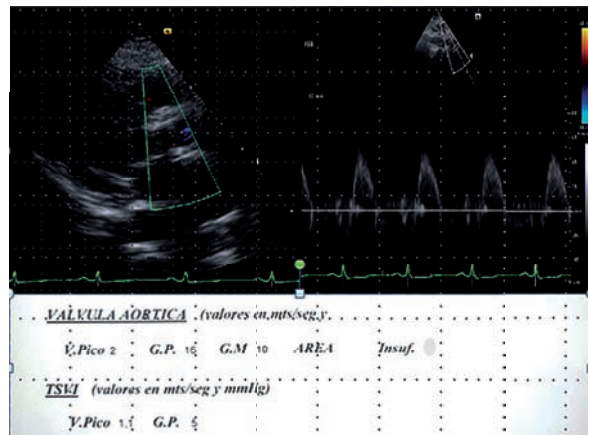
Ecocardiograma 24 hs. posimplante con mínimo gradiente, velocidad de 2,0 m/s y un gradiente medio de 10 mmHg.
